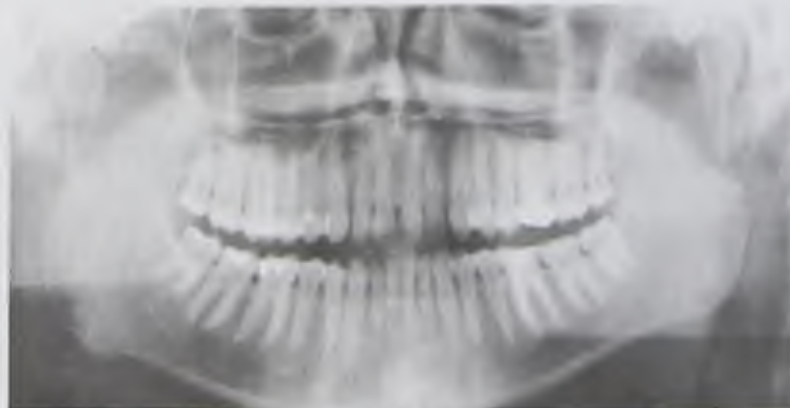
Ортопантомограмма
